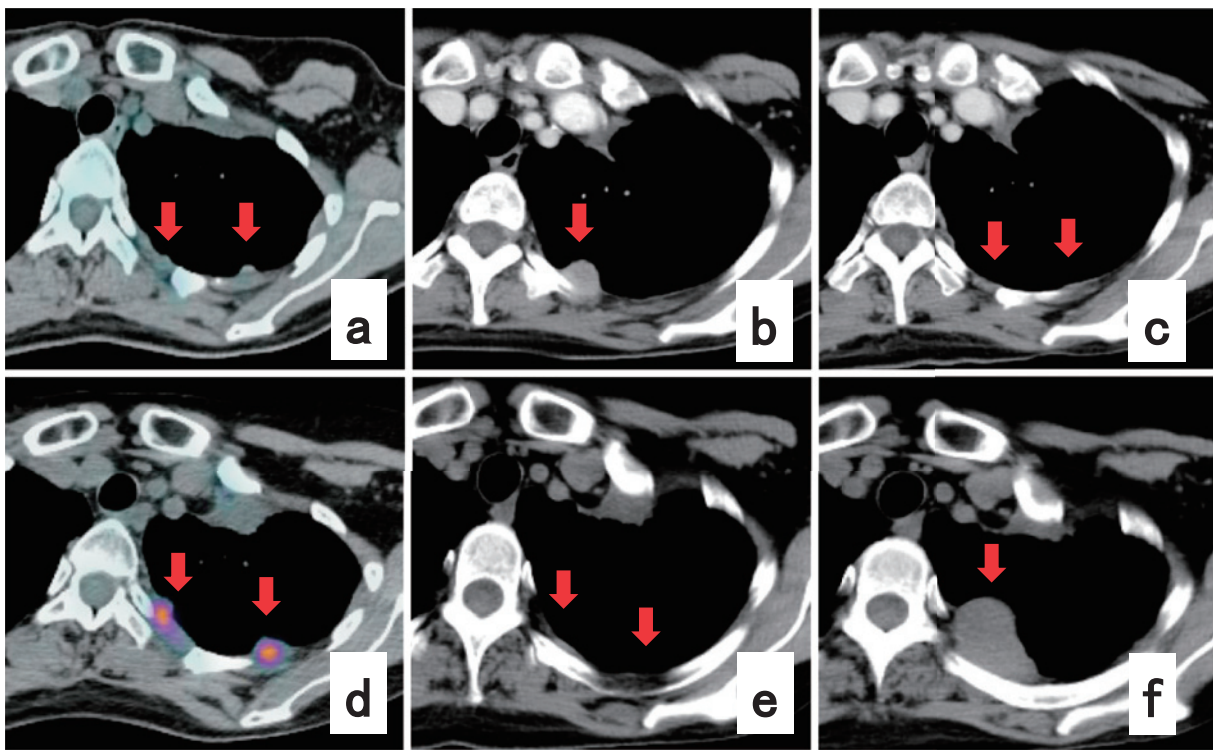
Chest CT showing a tumor on the left pleura before the initial gefitinib therapy (a), before chemotherapy with CBDCA+ETP (b), after 2 cycles chemotherapy with CBDCA+ETP (c), after 6 cycles chemotherapy with CBDCA+ETP (PET-CT) (d), after the second gefitinib challenge (e), half a year after the second gefitinib therapy (f).
